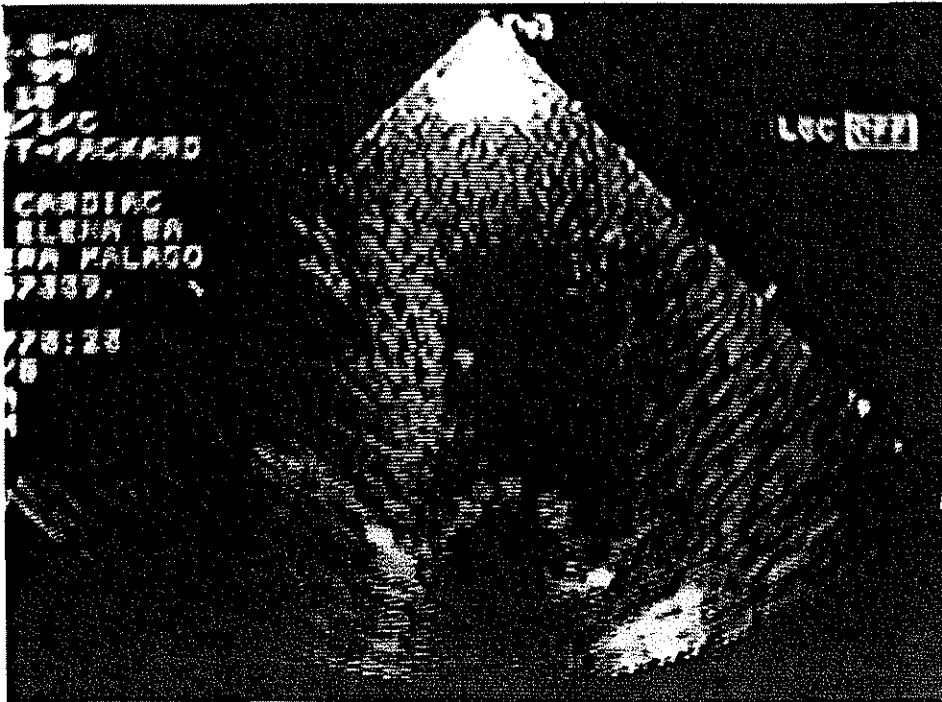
Ecocardiograma transtóraco apical de 4 cámaras en donde se aprecia septum interventricular y las paredes del ventrículo izquierdo con aumento en su grosor. Válvula mitral y tricúspide con ligero engrosamiento de sus velos.
